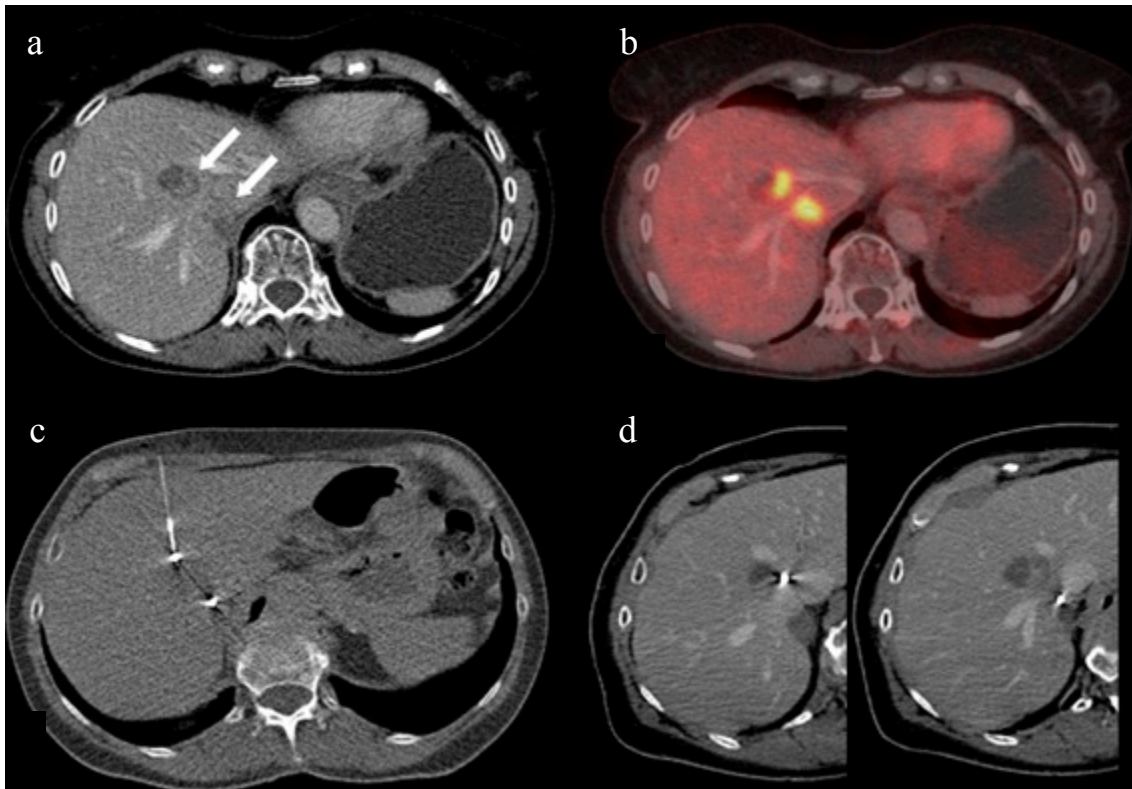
Bilder der 69-jährigen Patientin mit Lebermetastasen eines kolorektalen Karzinoms. In der portal-venösen Phase des Kontrastmittel-CT (a) war eine leichte Kontrastmittelanreicherung im Randbereich der Metastasen zu sehen. Im PET-CT (b) war ein Hypermetabolismus der Metastasen zu erkennen. Das CT-fluoroskopische Bild (c) zeigte die beiden Goldmarker und die Implantationsnadel während der Intervention. In der portal-venösen Phase des Planungs-CTs für die Cyberknife Radiochirurgie (d) konnte man die implantierten Goldmarker erkennen.
